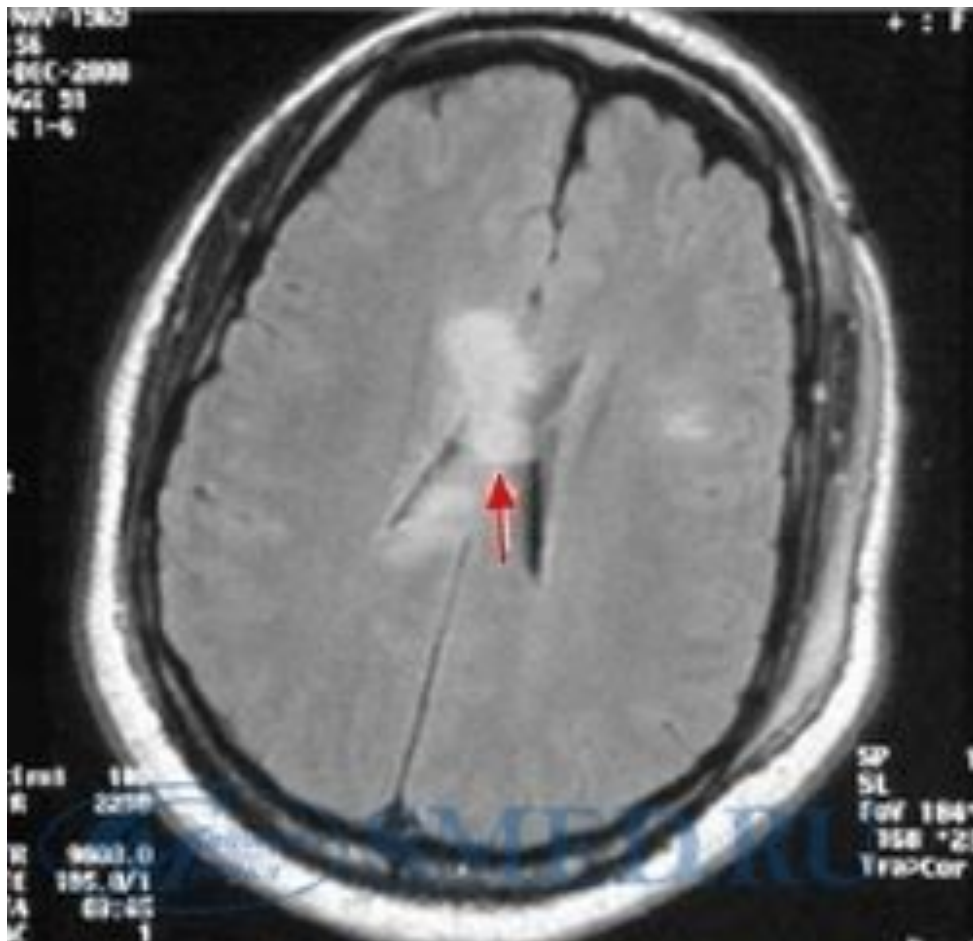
МРТ, на которой определяется отек мозолистого тела (стрелка) у больного с диффузным аксональным повреждением головного мозга.
